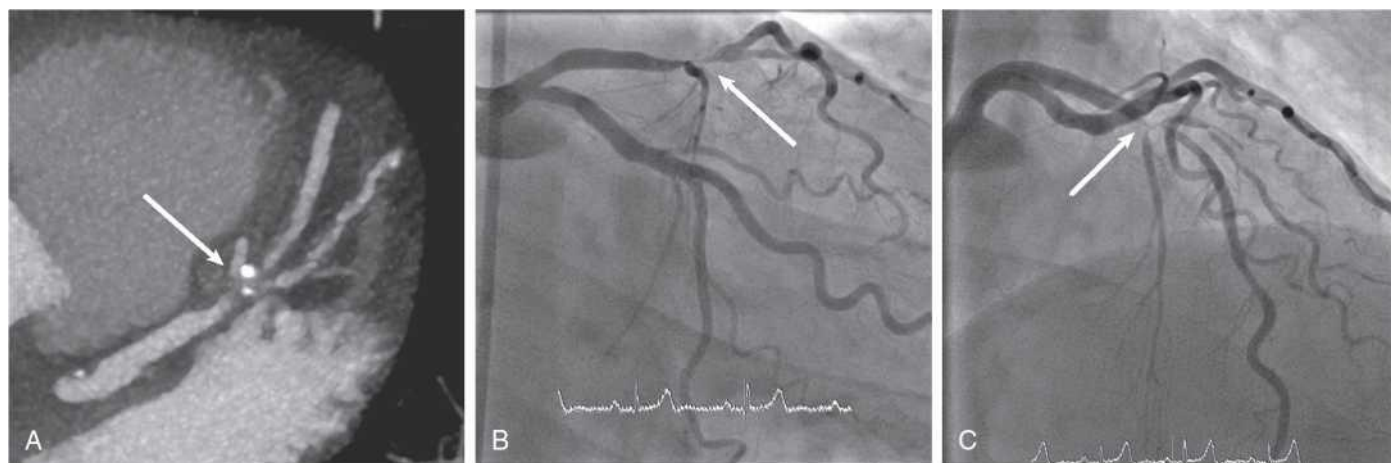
Stenosis in coronary CTA. Visualization of a stenosis of the left anterior coronary artery in coronary CTA. (A) Oblique maximum-intensity projection showing a complex bifurcation stenosis of the mid left anterior descending coronary artery (Medina 1/1/1, *arrow*). Note the stenoses in the course of the diagonal branch. (B and C) Corresponding invasive coronary angiograms (*arrow* = stenosis). CTA, CT angiography.
